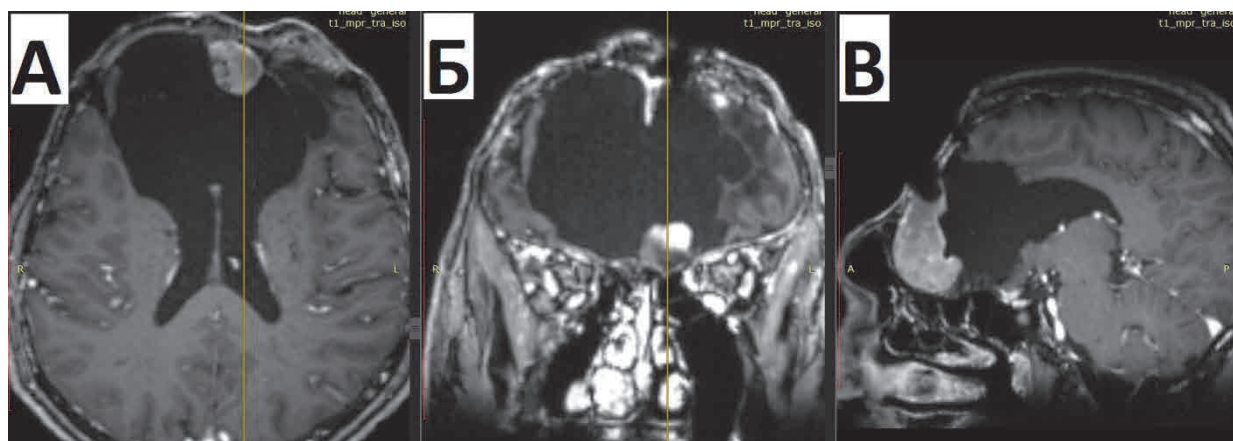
МРТ головного мозга пациента с внутривенным контрастным усилением от 30.03.2021: аксиальная проекция (а); сагиттальная проекция (б); коронарная проекция (в)
